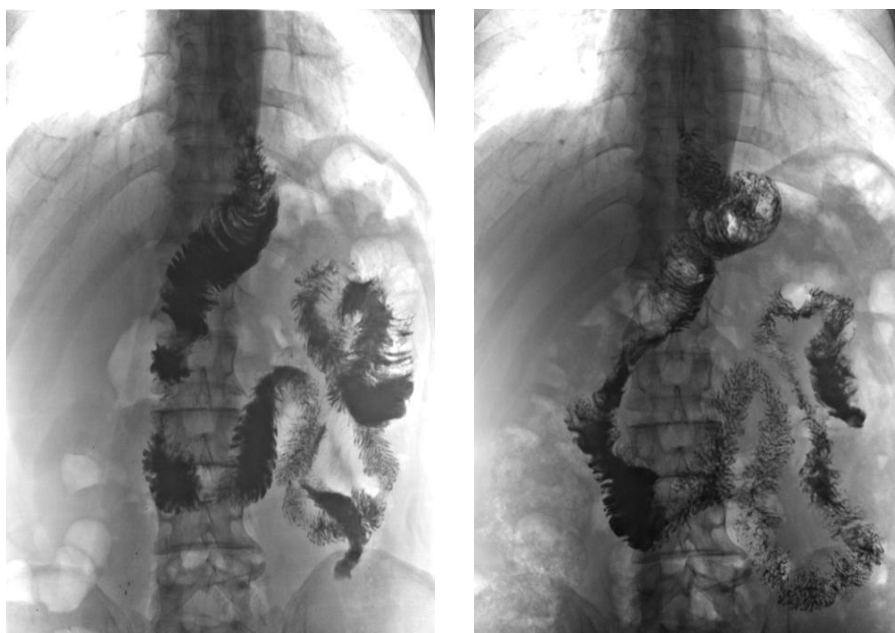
Рентгенограмма больной Л. 67 лет на 7 ПОД.
